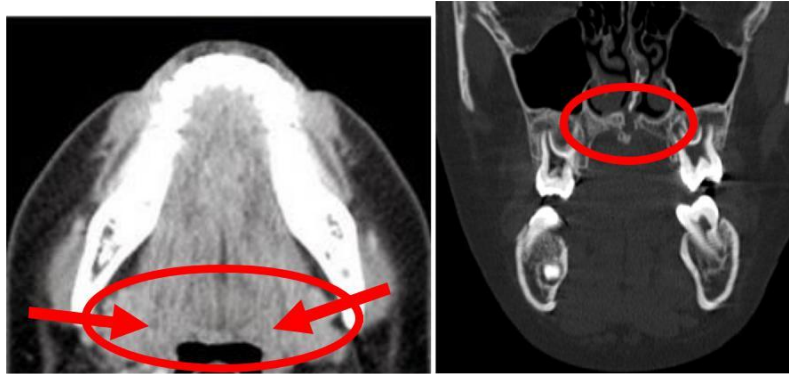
Tomografía en corte axial donde marca la localización de los huesos palatinos.¹⁵
